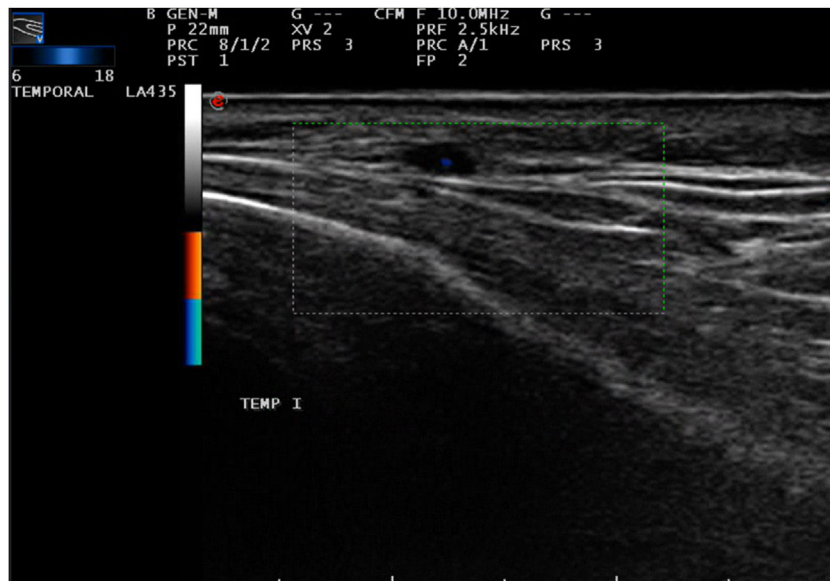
Estudio eco-Doppler color de la arteria temporal. Se aprecia la presencia de un halo hipoeoico alrededor de la luz de la arteria que demuestra engrosamiento patológico de la pared, típico de arteritis de células gigantes.
